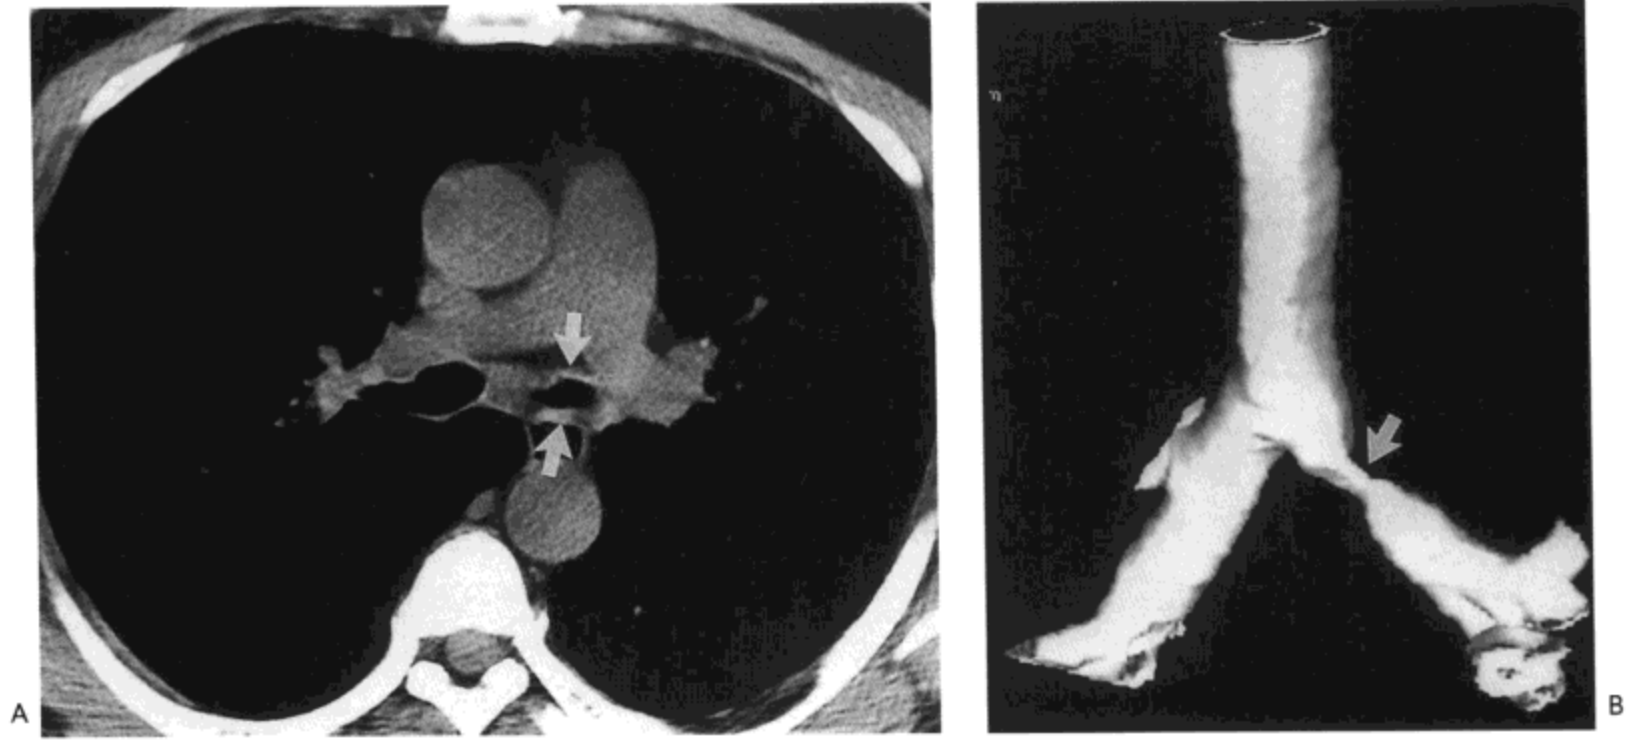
愈合性结核引起的支气管狭窄。A: 主支气管水平 CT 影像 (3-mm 层厚) 示左主支气管壁增厚 (箭号) 与腔狭窄。B: 表面阴影显示三维重组像示左主支气管局部表面光滑的狭窄 (箭号)。病人女, 47 岁, 曾患结核病。
